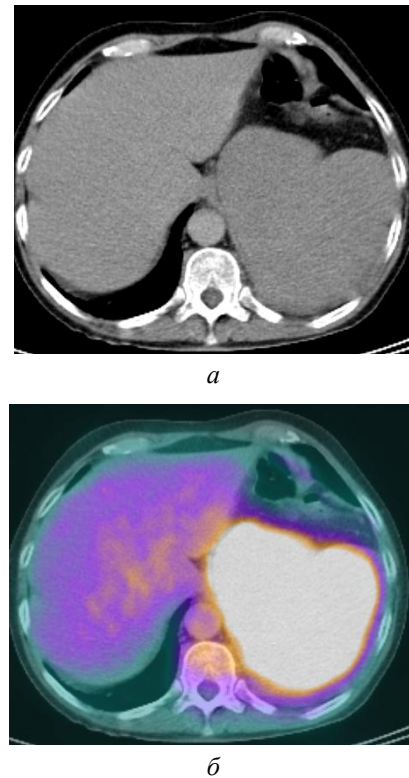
Диффузное поражение селезенки при неходжкинской лимфоме. При КТ (а) определяется увеличение размеров селезенки до 13 × 16 × 16 см (спленоомегалия) с диффузным снижением плотностных показателей на 10 HU. При совмещенной ПЭТ-КТ (б) определяется диффузная картина гиперметаболизма ФДГ в увеличенной селезенке с однородным накоплением РФП (SUV 7,8)
